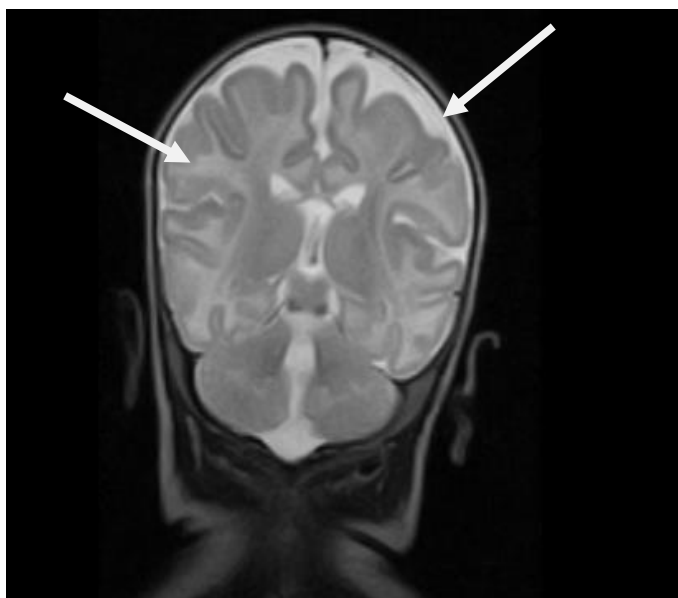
Пациент М., СВ 24 месяца. МРТ головного мозга (фронтальная проекция, режим T1). Субатрофические изменения вещества головного мозга
